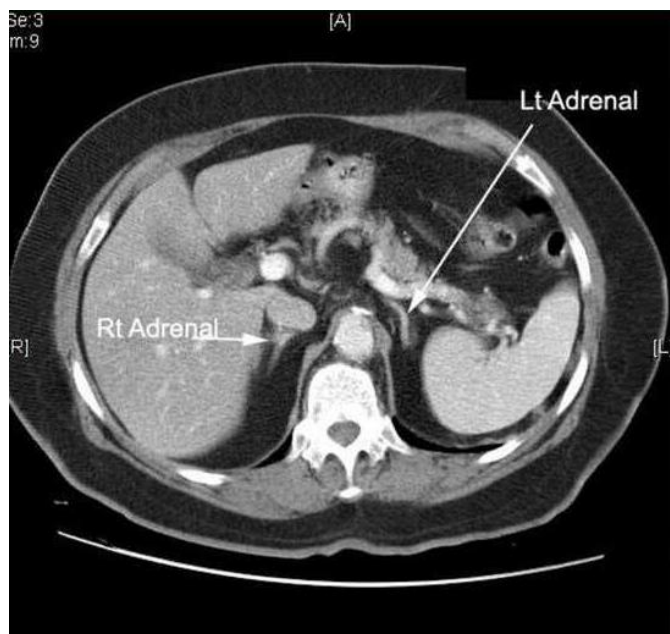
КТ-картина нормальных надпочечников
